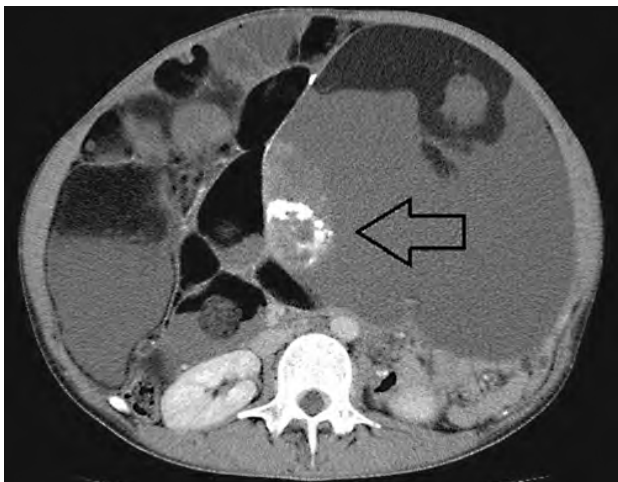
腹部造影CT 石灰化を伴う充実成分を認める。
